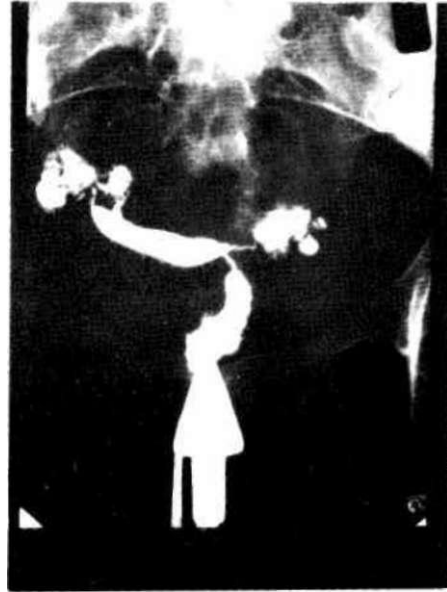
Kavitede sinesi, tubalarda 'UK"ye ait bulgular var. Fakat batına geçiş de mevcut. Kontrol grafisinde göllenmeler var. Tubalar bu haliyle fonksiyone değildir. TBC
